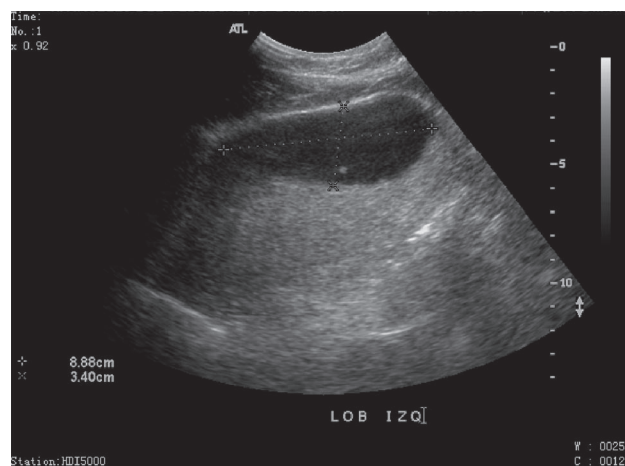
Ultrasonido que demuestra la existencia de un quiste complejo con componente hemorrágico en el lóbulo hepático izquierdo.
